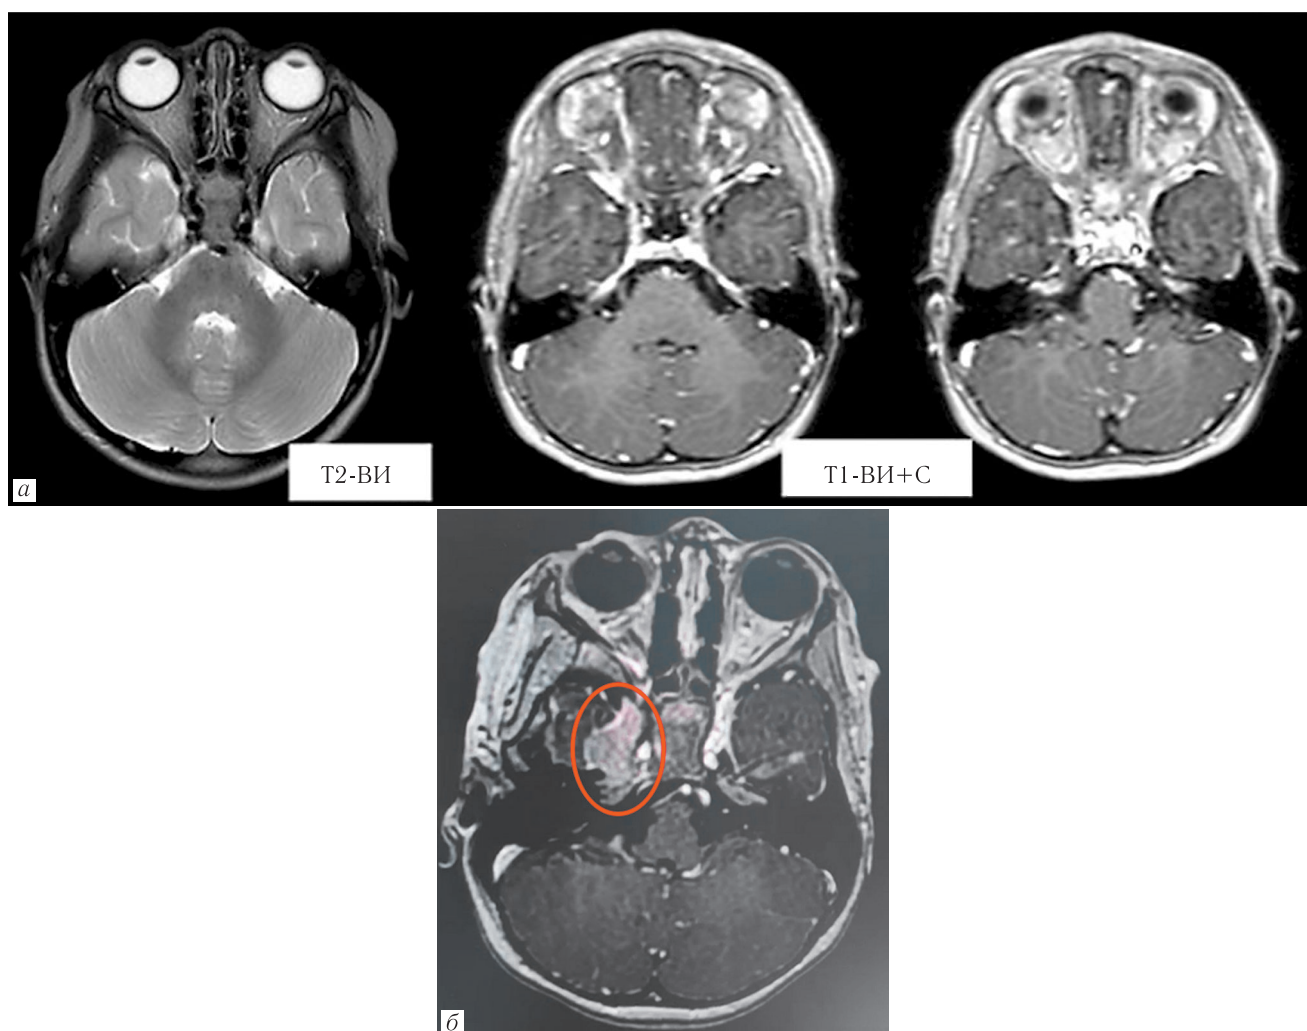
Ребенок, 3 года. Данные первичной магнитно-резонансной томографии головного мозга (а) и через месяц, T1-ВИ с контрастным препаратом (б)
